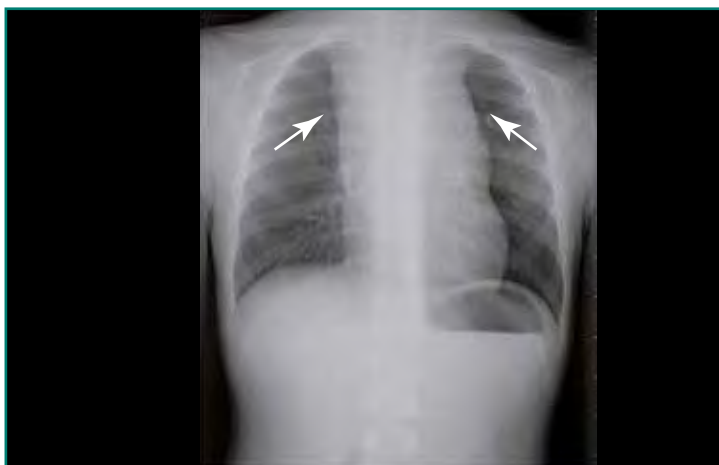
Imagen de masa mediastínica en radiografía de tórax en paciente con neuroblastoma en mediastino posterior.
